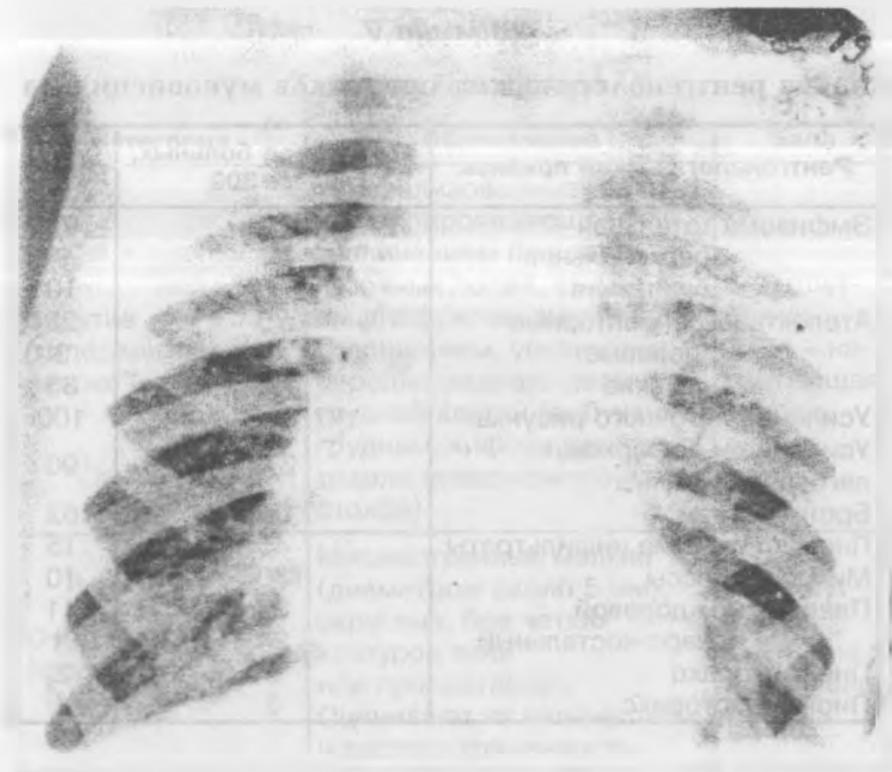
Рентгенологические изменения в легких при муковисцидозе: нечеткость границ сердечной тени
